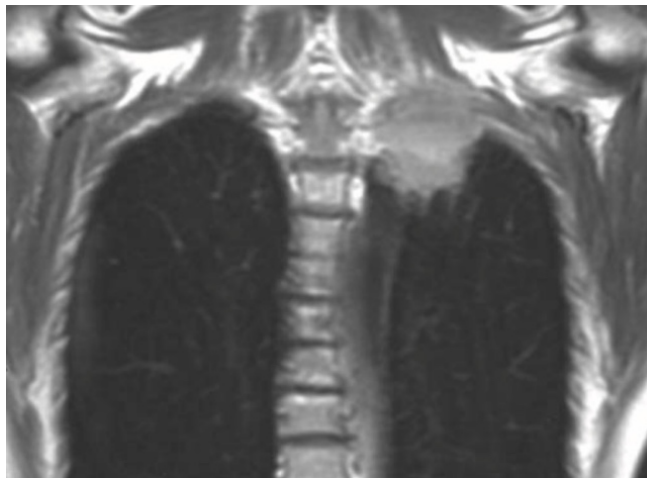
Imagerie coronale par résonance magnétique (IRM) pondérée en T1 montrant une invasion de la plèvre apicale gauche et une atteinte du plexus brachial par un carcinome apical (Ian Hunt *et al* ; 2009).
